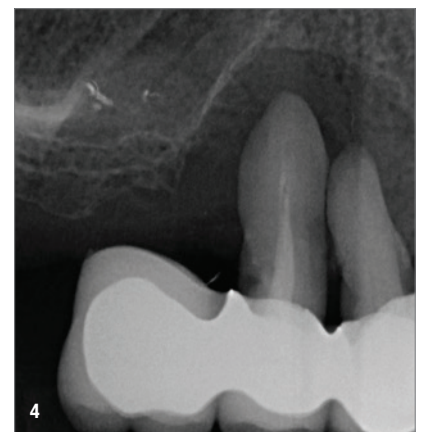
Klinische Ausgangssituation. Abb. 3 und 4: Röntgenbefund mit deutlicher Atrophie insbesondere um die Zähne 14 und 15.
